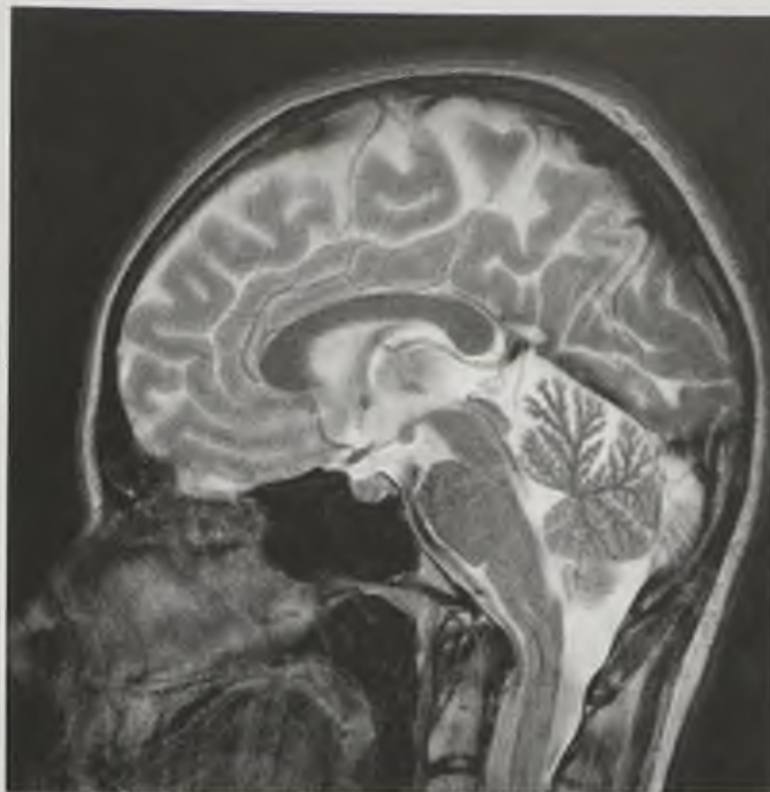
Магнитно-резонансная томограмма, T2-взвешенное изображение в сагиттальной плоскости. Норма
